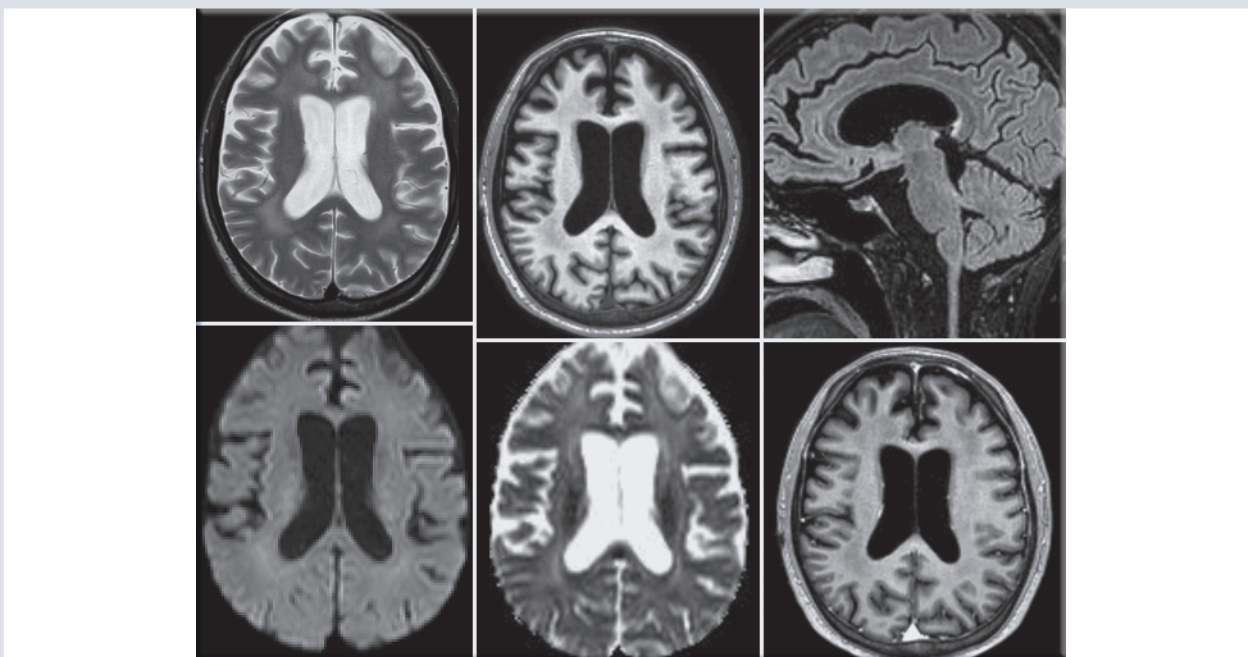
Resonancia magnética en secuencias T2, DWI y T13DGd, que en secuencia T2 axial sin gadolinio objetiva hiperintensidad subcortical y periventricular confluyente bilateral, asimétrico sin efecto de volumen, sin restricción a la difusión, no hay reforzamiento tras la administración de gadolinio. En la secuencia FLAIR digital se ve marcada atrofia del cuerpo calloso e hiperseñal subcallosa y ventral en el tronco. Disminución de volumen cerebral corticosubcortical frontotemporal bilateral en forma subjetiva. Además de importante atrofia de ambos hipocampos en forma subjetiva. Ventriculomegalia supratentorial compensatoria.
